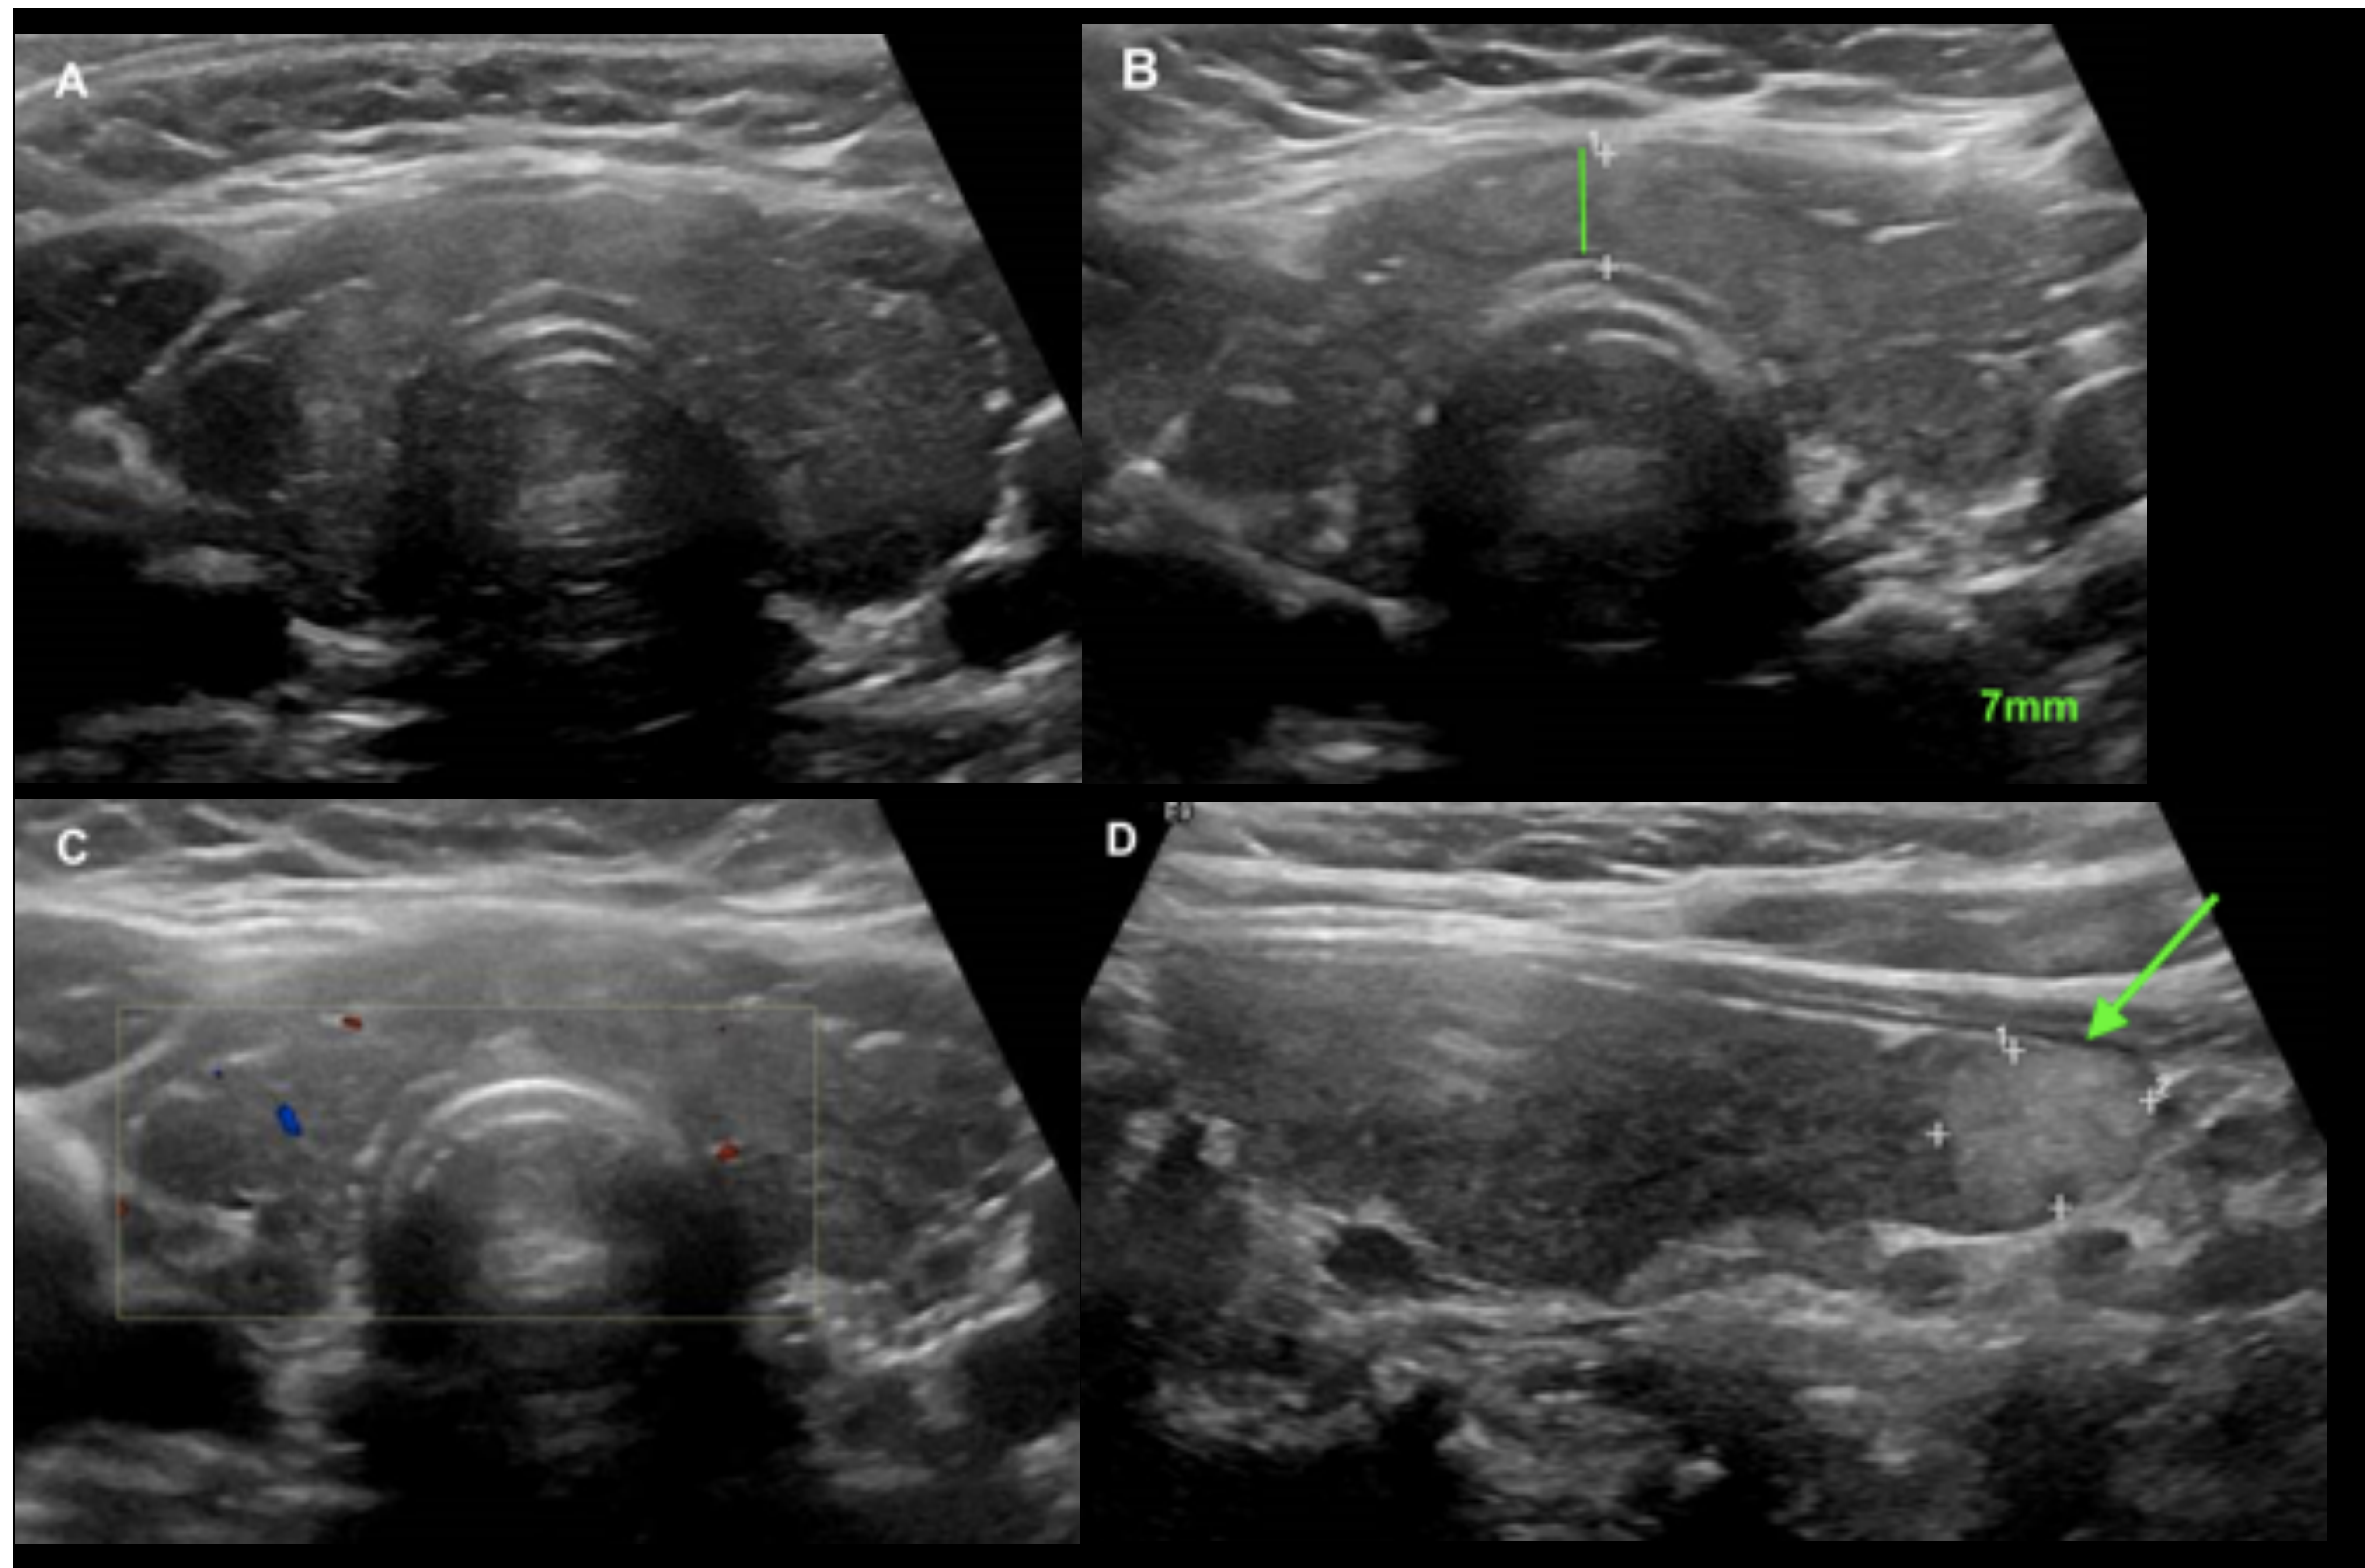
Tiroiditis de Hashimoto. Patrón nodular “caballero blanco”. Ecografía de tiroides en plano axial (A, B, C) y longitudinal (D).
